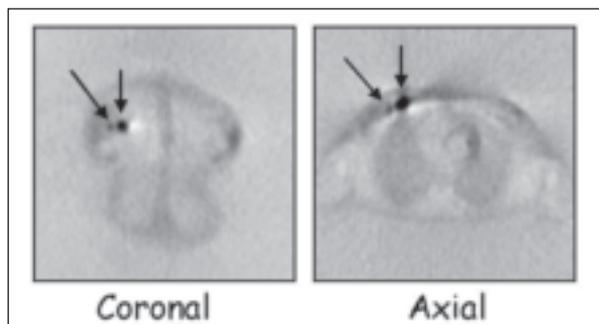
Estudio PET-FDG mostrando un caso de tumor de mama multicéntrico.
